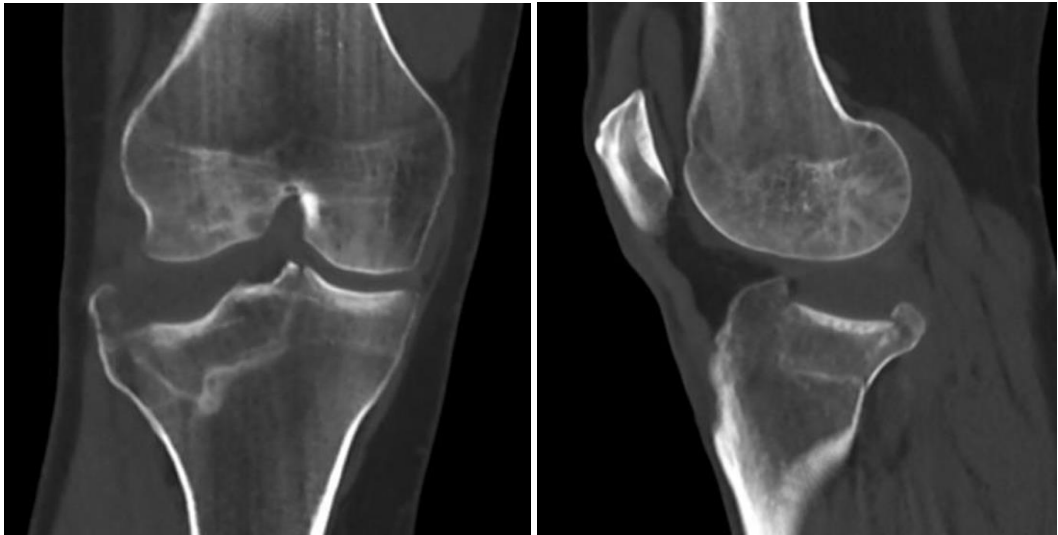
Vaka 1'in postoperatif 1. yıl diz MRG ve BT görüntüleri
